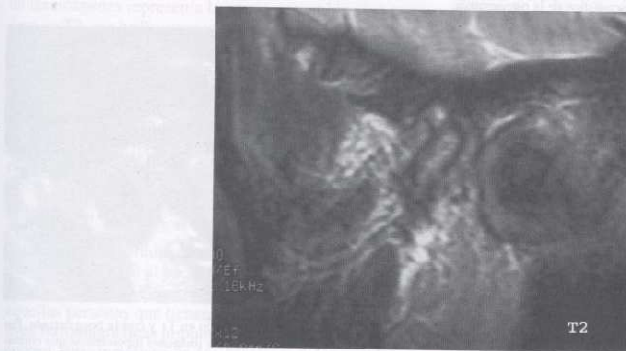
Secuencia ponderada en T2 de la RM de la figura 11-44. Imagen brillante hiperintensa dentro del cóndilo que sugiere edema intramedular.
